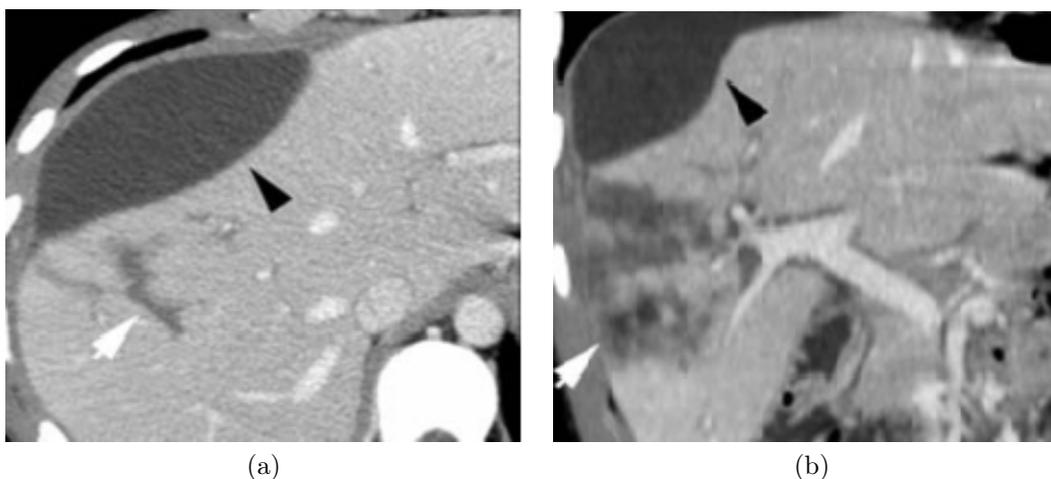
Lésions hépatiques en TDM.
